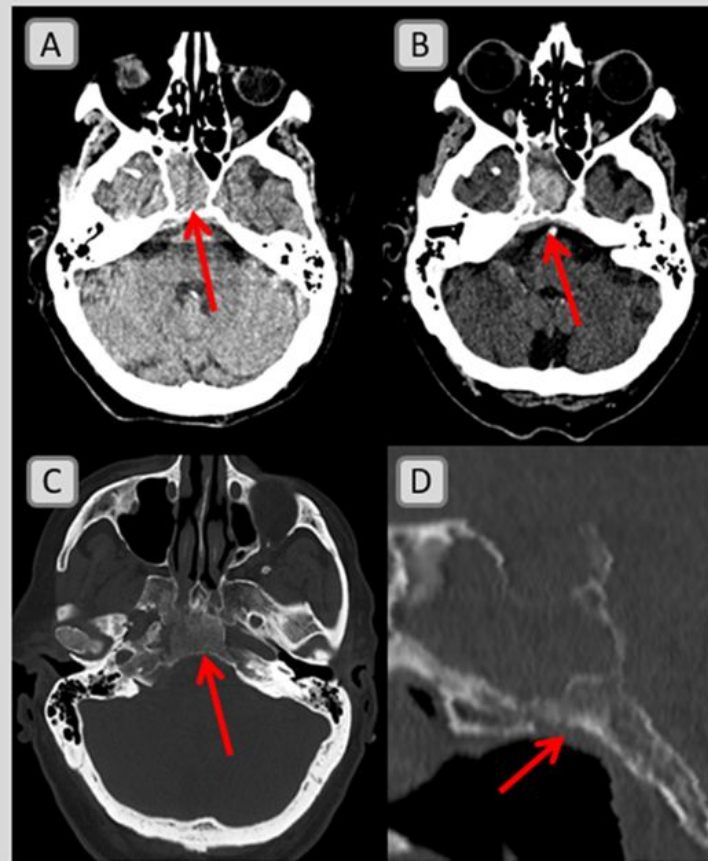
Paciente de 84 años que fue remitido por visión doble y dificultad en la movilidad ocular hace 3 días. (A) TC basal donde se observaba ocupación del seno esfenoidal derecho por material denso heterogéneo que bien podría corresponder con ocupación por secreciones, aunque se decidió administrar contraste intravenoso. (B) Tras la administración de contraste se observa masa sólida con intenso realce centrada en el margen posterolateral derecho de la cavidad sinusal con engrosamiento y realce dural sugestivo de invasión intracraneal, que por su localización justificaría el cuadro clínico de la paciente. (C) y (D) Se observa apolillamiento del hueso esfenoidal y parte del clivus. (E) Gammagrafía ósea con infiltración metastásica difusa confirmando posteriormente tumor primario prostático.
